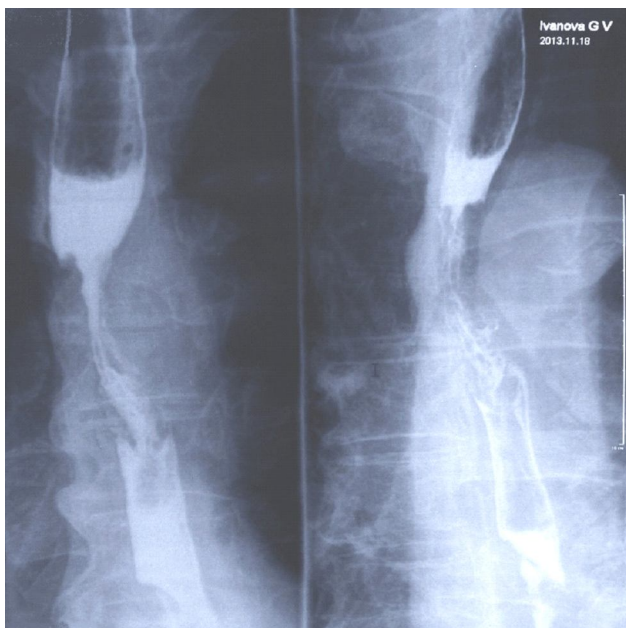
Контрастная рентгенограмма опухоли пищевода
